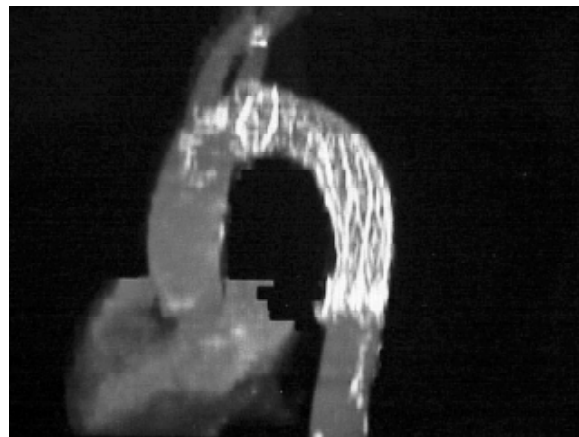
Caso 8: tomografia de controle realizada 3 meses após o implante
